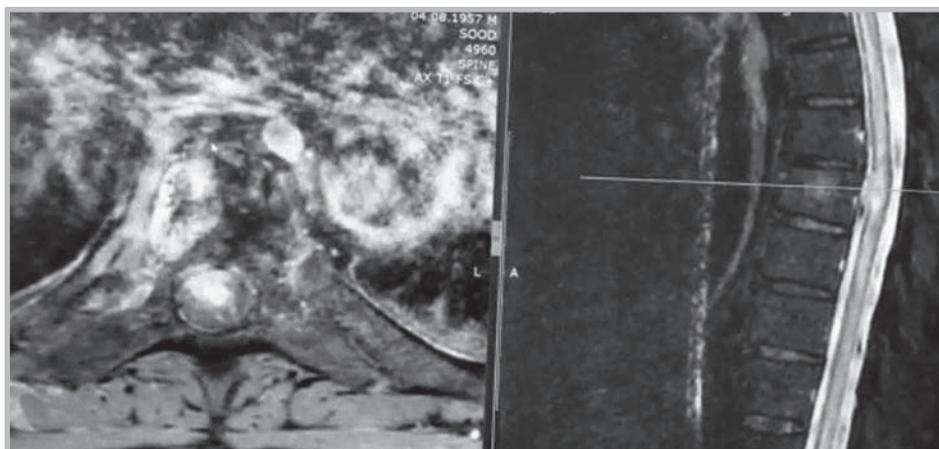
МРТ T2-ВИ: МТС рака легкого (аденокарцинома G3) с интрадуральным и интрамедуллярным ростом
